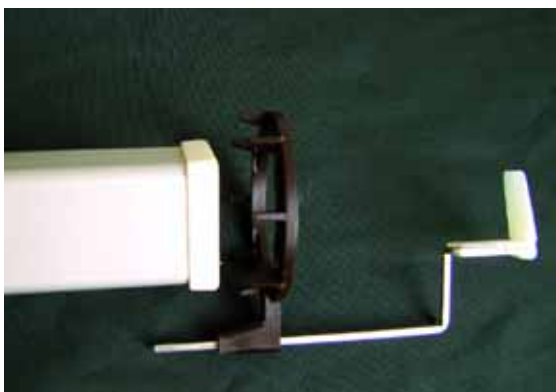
Paralleltechnik. Röntgentubus mit dem senkrecht dazu ausgerichteten Filmhalter.
